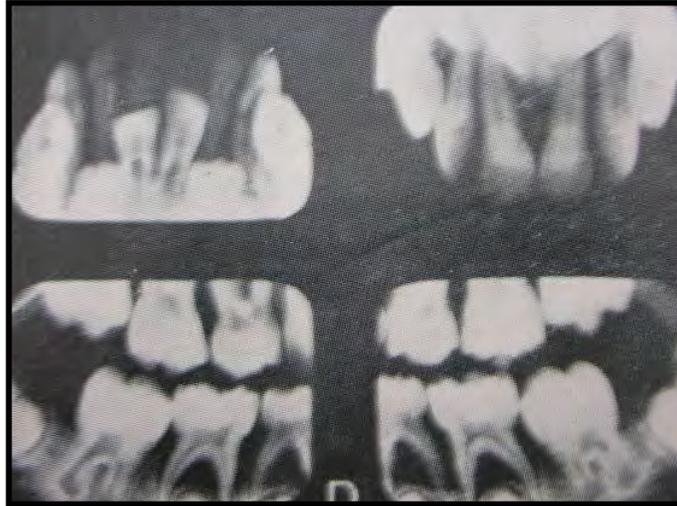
Radiografías de paciente con periodontitis por neutropenia.⁷²
